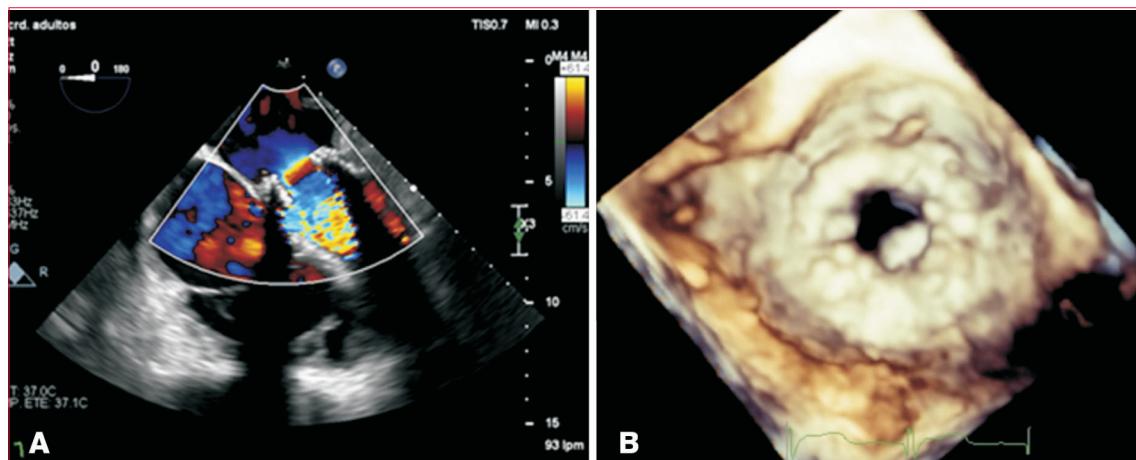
A) Ecocardiograma transesofágico con Doppler color 2D en plano medio esofágico a 0°. Vista de 4 cámaras, que demuestra la presencia de una zona de convergencia de flujo proximal en el lado auricular de la válvula mitral, lo que sugiere estenosis de la válvula mitral. B) Ecocardiograma transesofágico con reconstrucción tridimensional de la prótesis biológica mitral St. Jude Epic N° 25, vista desde la aurícula izquierda. Se evidencia engrosamiento del anillo y del velo posterior mitral con restricción de su apertura.
